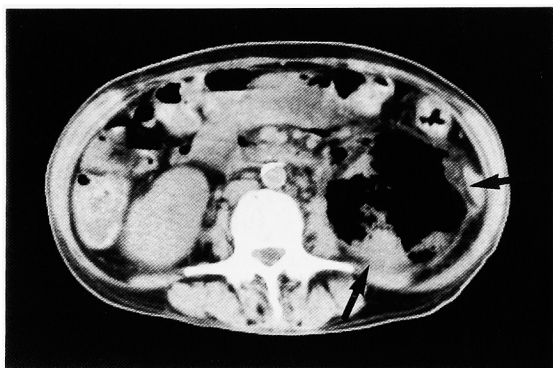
Abdominal CT scan reveals streaky gas in the destroyed left renal parenchyma with perirenal gas.
